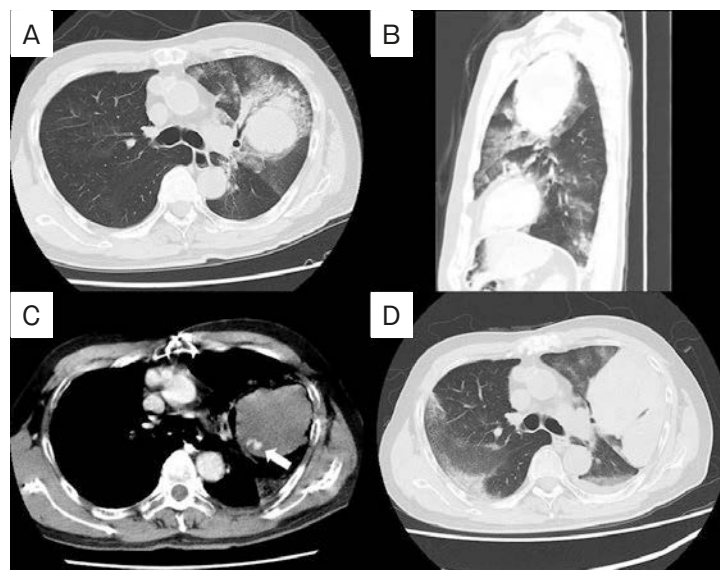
Chest computed tomography (CT) findings. (A, B) Unenhanced chest CT on first arrival at our hospital demonstrated a mass in the left upper lobe and ground glass opacification in the left upper lobe and lower lobe. (C) Contrast-enhanced CT demonstrated contrast media extravasation (arrow). (D) Unenhanced CT on day 7: the shape of the mass changed and suggested a hemothorax.
